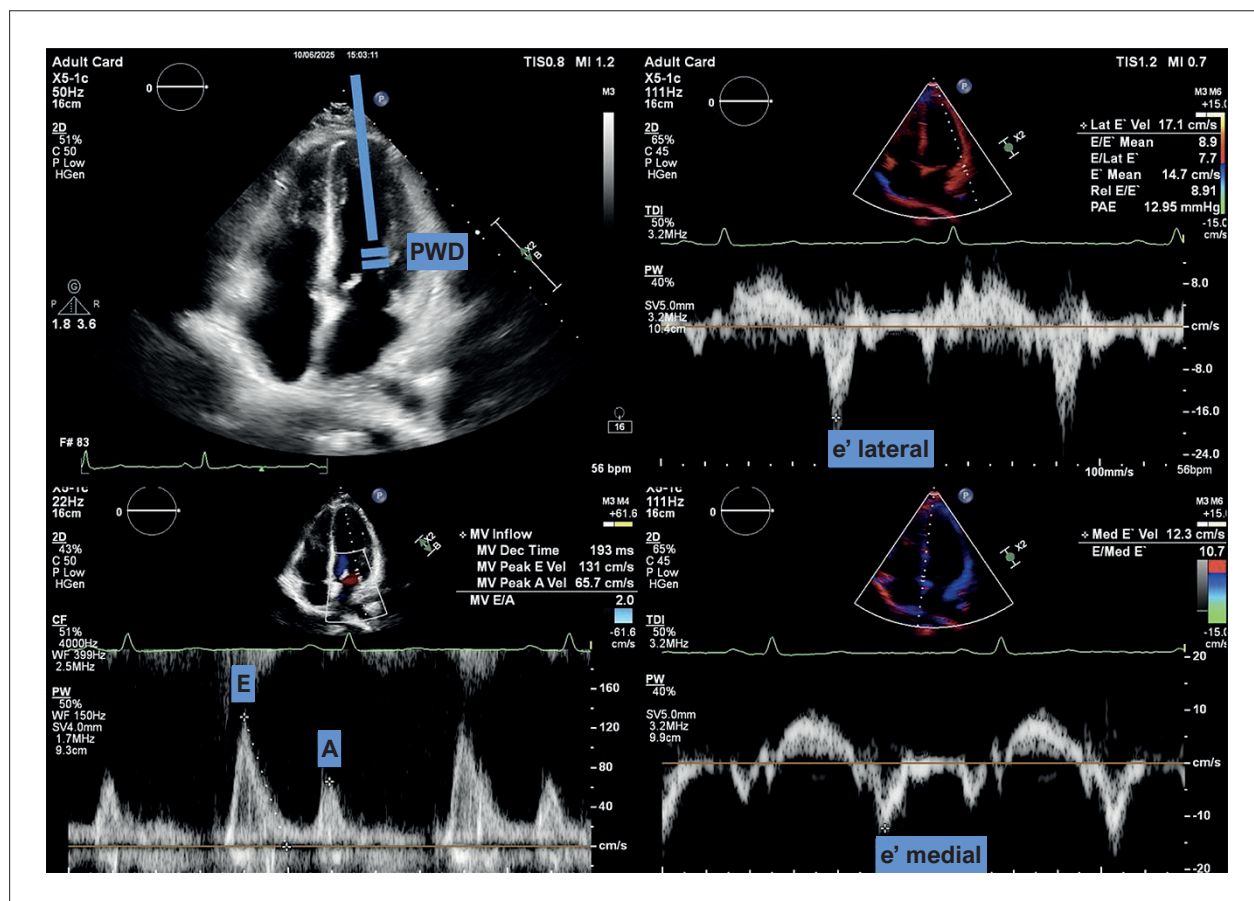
Cálculo da relação E/e' obtido pela relação entre a onda E do fluxo mitral e a média da onda e' obtida ao Doppler tecidual do anel mitral medial e lateral.
